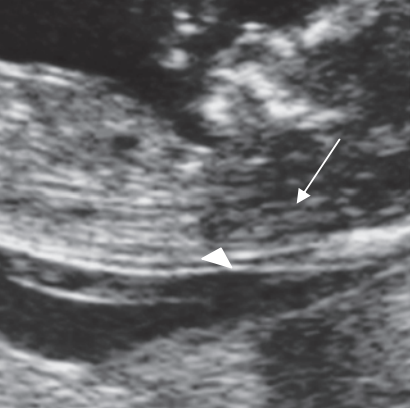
(продолжение) Субхориальное кровоизлияние (G–I, стрелки) может варьировать по объему и в виде скопления жидкости окружает как все плодное яйцо (G), так и только один его конец (I); если скопление крови окружает более половины диаметра плодного яйца или распространяется за место имплантации плаценты, прогноз неблагоприятен, однако необходимо организовать наблюдение, поскольку точный прогноз непредсказуем, часто беременности, при которых выявляются крайне неблагоприятные скопления крови, продолжают развиваться. С другой же стороны, иногда при относительно незначительных скоплениях крови беременность прекращает развиваться. Сокращение сердца должно визуализироваться на очень ранних сроках. В этом случае на 8-й неделе беременности (J) после недавнего небольшого кровотечения сердцебиение не визуализируется. Белым и черным цветом на доплерограмме показано отсутствие сердечной деятельности и кровотока. Это был случай замершей беременности. В анамнезе пациентки (K) имеется недавнее кровоизлияние. На УЗИ было выявлено деформированное и сдавленное плодное яйцо в нижней части тела матки. Это был аборт в ходу, плодное яйцо было изгнано в течение нескольких последующих часов. Спустя 24 ч плодное яйцо при контрольном УЗИ не визуализировалось.
